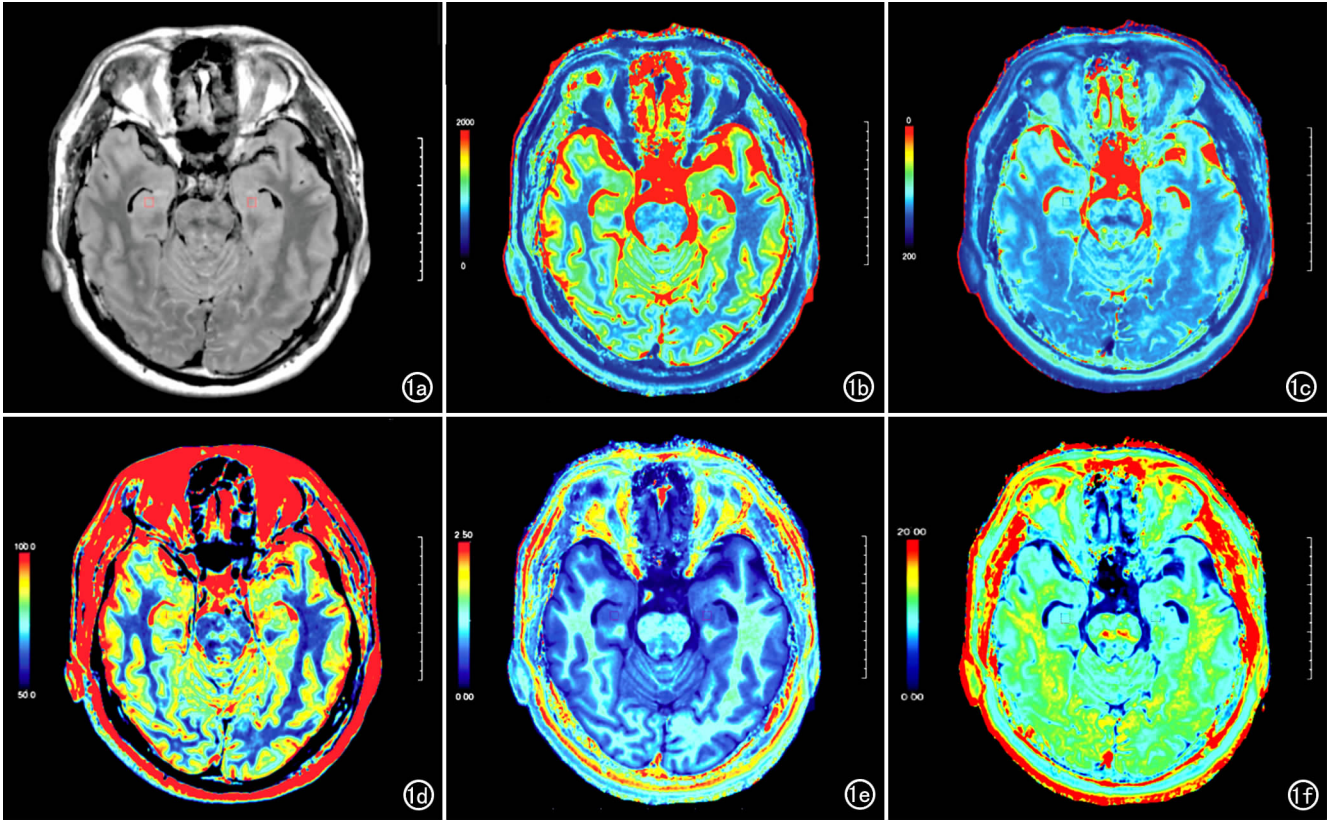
患者,男性,33 岁,于 18 年前确诊为难治性癫痫,经脑电图监测证实为颞叶内侧癫痫(左侧),双侧海马头于 T_2 -FLAIR 上未见明显异常改变,左侧海马头的 T_1 、 T_2 、PD、 R_1 及 R_2 值为 1710ms、98ms、85.6ms、0.67 及 10.30,对侧正常海马头的相应测量值分别为 1392ms、97ms、89.3ms、0.71 及 10.31。a) T_2 -FLAIR;b) T_1 伪彩图;c) T_2 伪彩图;d) PD 伪彩图;e) R_1 伪彩图;f) R_2 伪彩图。
